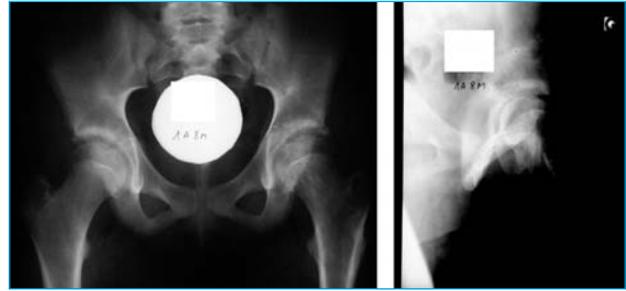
Évolution vers une coxite laminaire. Aspect radiographique.
